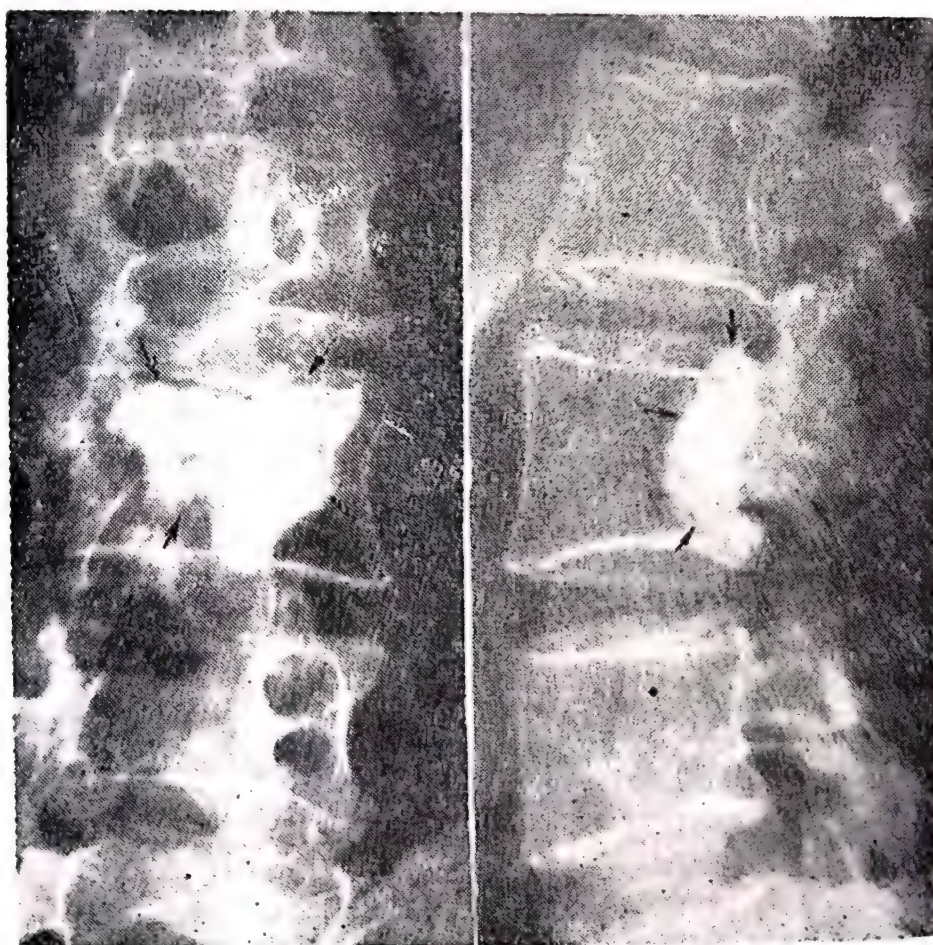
Aspectul radiografic al unui osteom vertebral.
